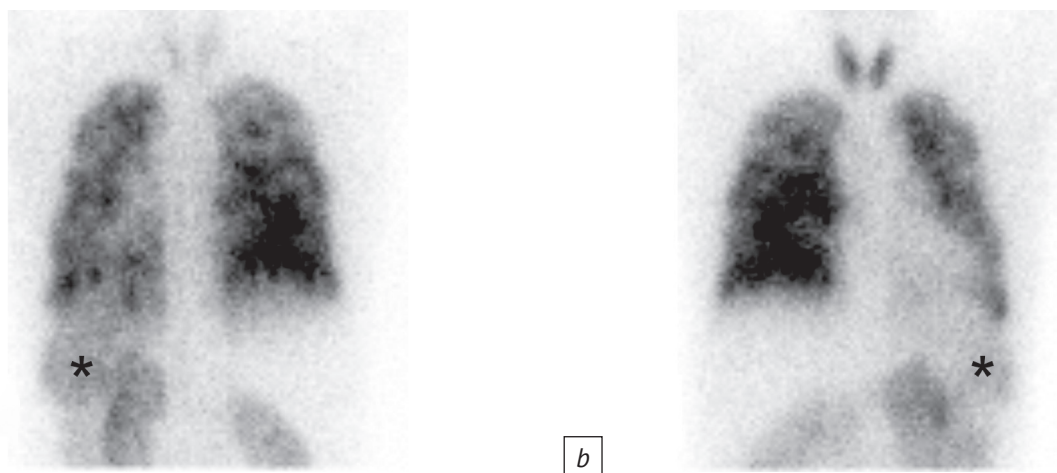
Перфузионные пульмоносцинтиграммы у пациента с легочной гипертензией, ассоциированной с врожденным пороком сердца (дефект аортолечной перегородки, открытый артериальный проток). Право-левое шунтирование крови манифестируется сочетанной визуализацией почек, селезенки (звездочки) и щитовидной железы в задней (а) и в передней (б) проекциях
